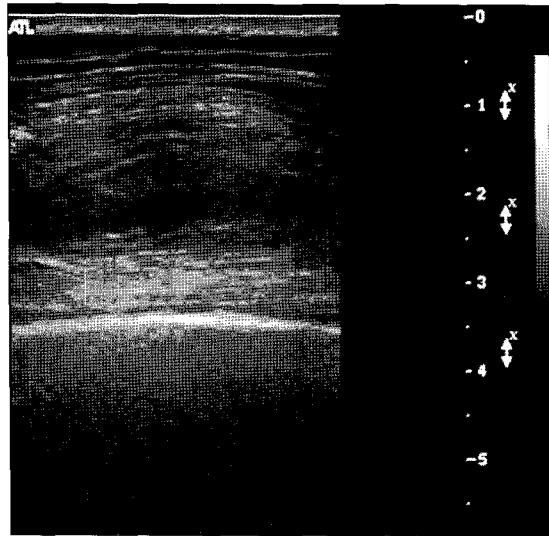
Ultrasonogram shows heterogeneous hypoechoic mass with interspersed linear echoes.
